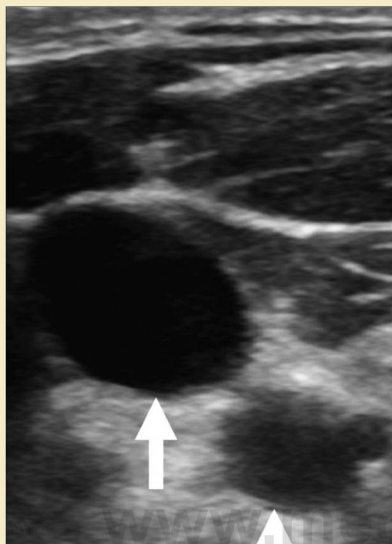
Ecografía transversal del cuello. La vena yugular interna derecha (flecha) se observa anterolateral a la carótida con pared engrosada (punta de flecha).
